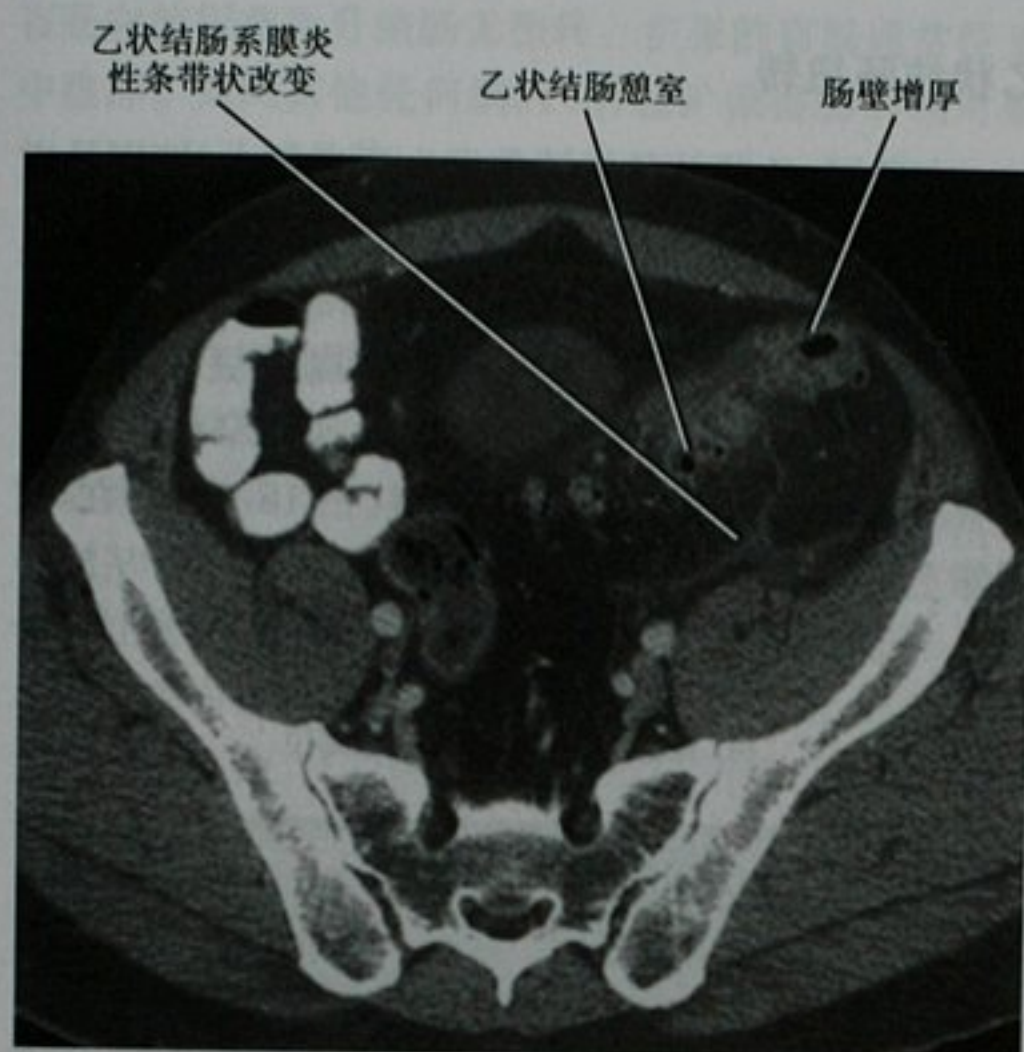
盆腔增强 CT 横断面图像,乙状结肠急性憩室炎
